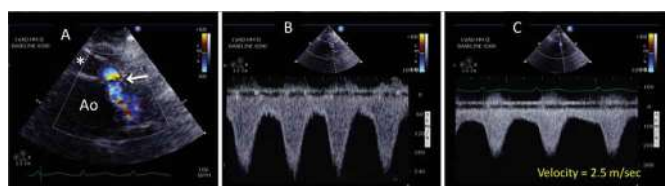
Légère sténose du site d'anastomose entre la canule d'éjection du LVAD et l'aorte ascendante, évaluée par l'examen ETT. (A) Image 2D : l'aliasing au doppler couleur révèle le site de la sténose (flèche). (B) Le Doppler pulsé de la région anastomotique montre un flux turbulent et un pic de vitesse systolique anormalement élevé. (C) Le Doppler continu révèle une vitesse anormalement élevée de 2,5 m/sec au niveau de l'anastomose.
